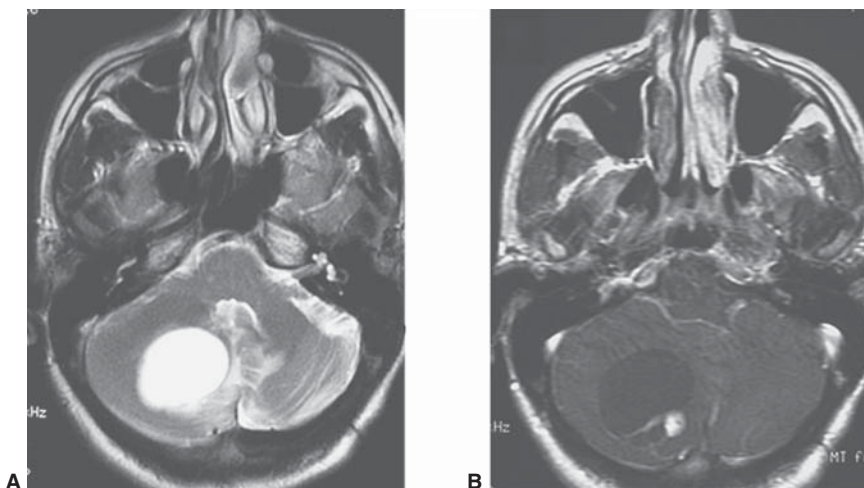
Hemangioblastoma cerebeloso. A) RM eco de espín con información T2. B) RM eco de espín con información T1 y gadolinio. Lesión expansiva intraaxial en el hemisferio cerebeloso, quística con nódulo mural que realza con el medio de contraste.
